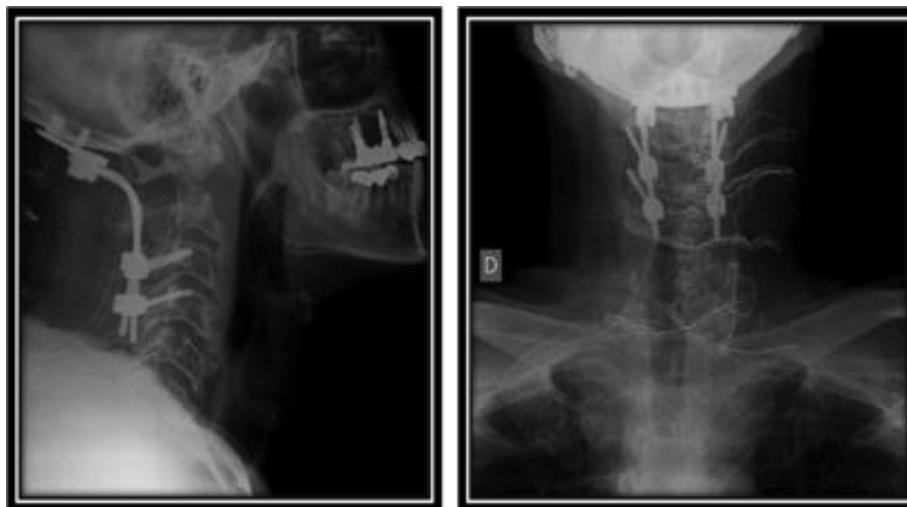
Radiografías postquirúrgicas en proyección lateral (izquierda), y antero posterior (derecha), muestran artrodesis occipito-cervical con placa y tornillos fijados en hueso occipital y C3-C4.
